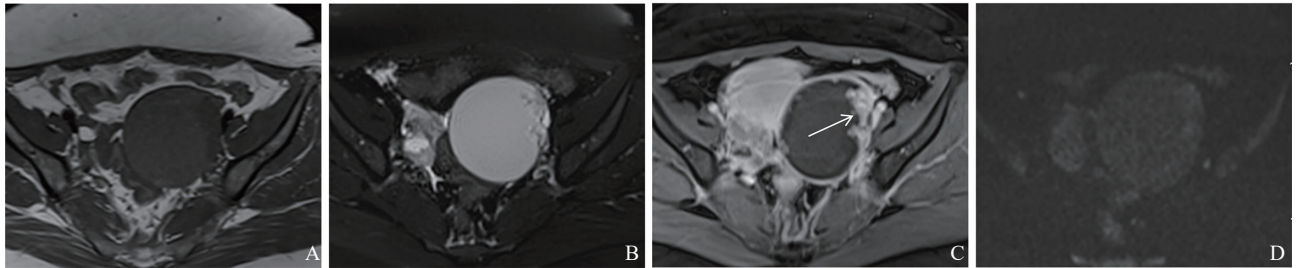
典型病例1 (患者, 女性, 35岁, 左侧SBOT) MRI图像
